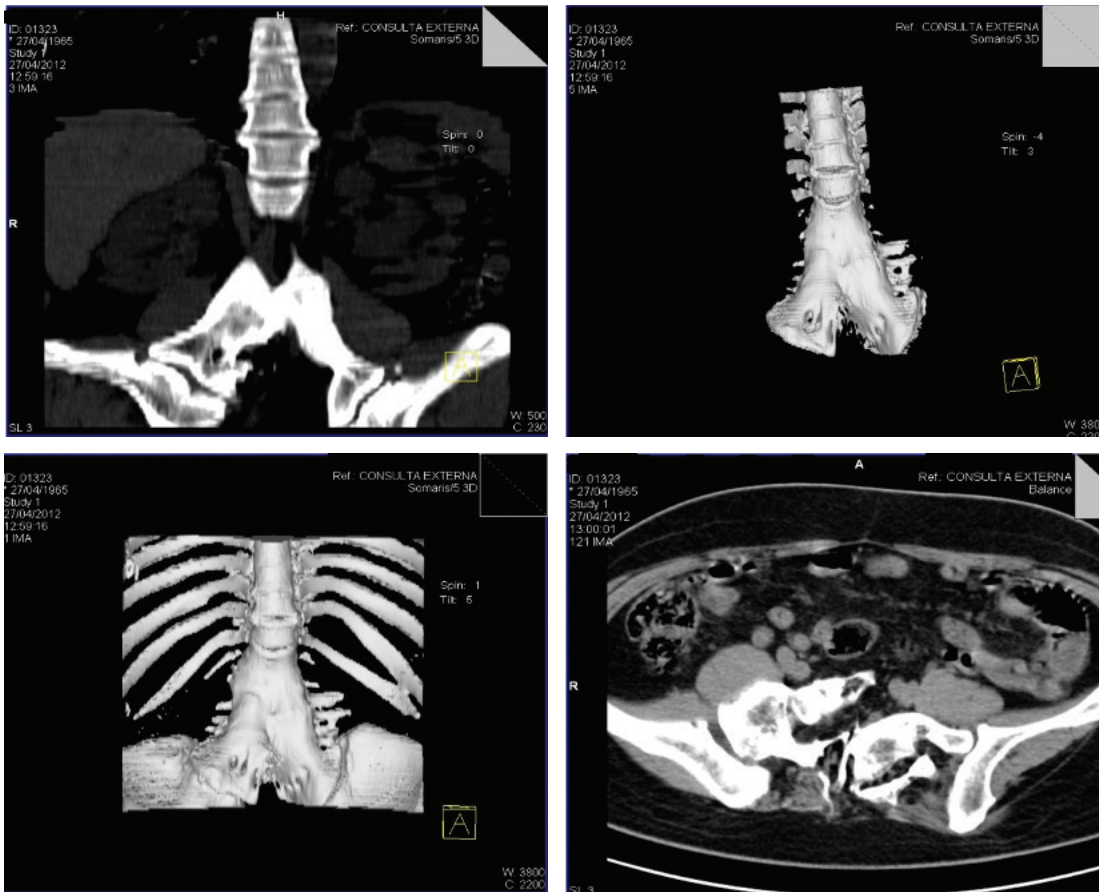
Tomografía axial computarizada de columna lumbosacra.
